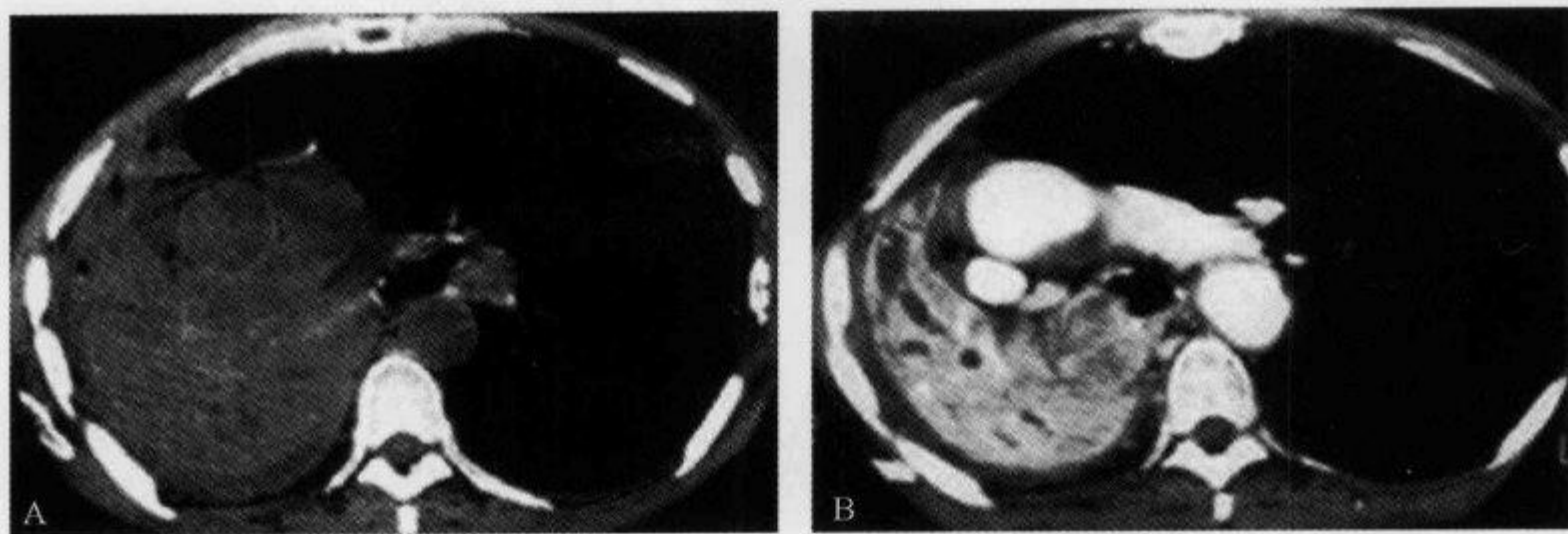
CT 增强扫描示“黏液支气管征”
